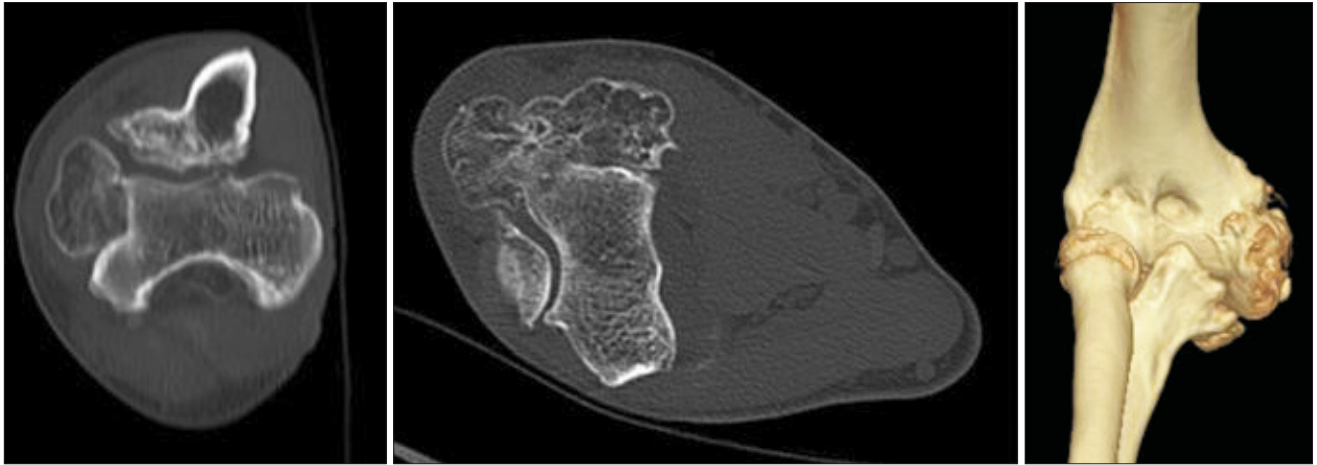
The computed tomography shows large multi-lobulated bony mass on medial side of distal humerus.
